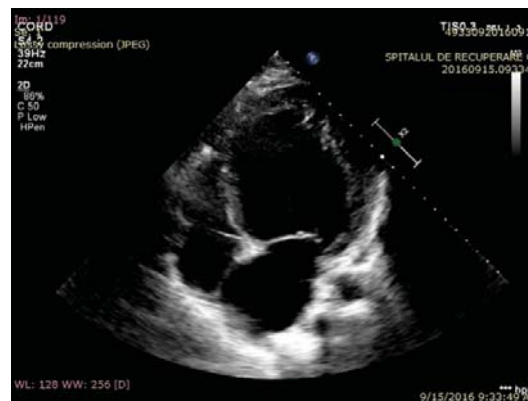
Ecocardiografie transtoracică secțiune apical 4 camere
